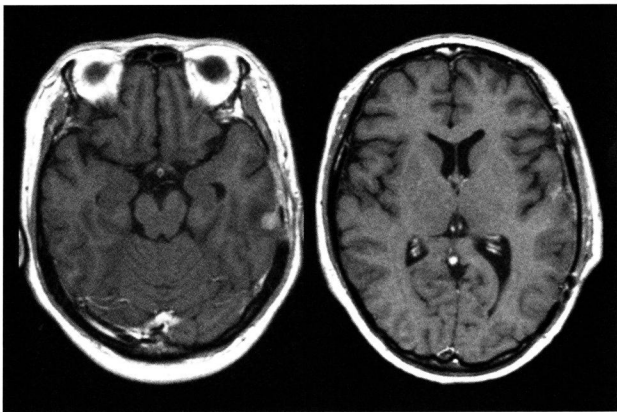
Gd-MRI (術後7ヶ月、2nd GKRS前): 左側頭部に新病変を認めたが、第一回目のGKRS施行部位に再発は認めなかった
